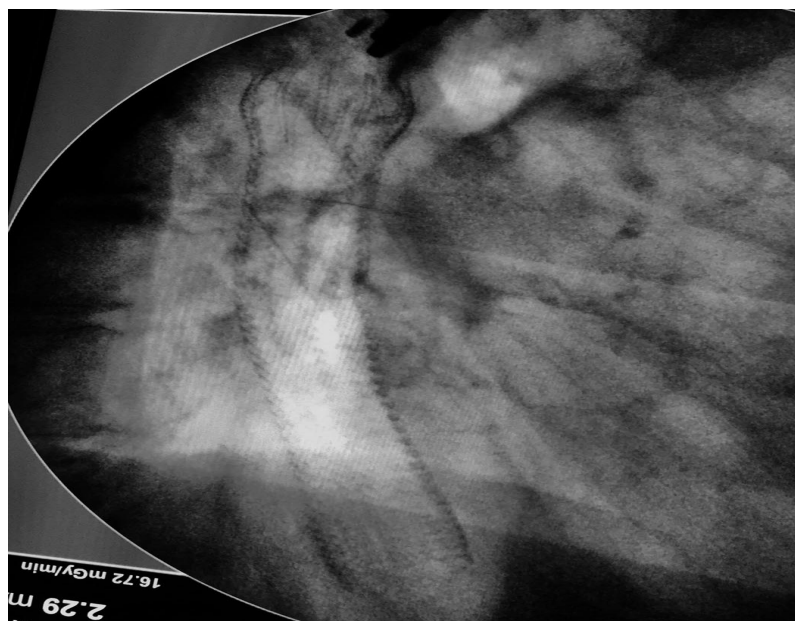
Рентгенография пищевода сразу после установки. Положение стента удовлетворительное.
